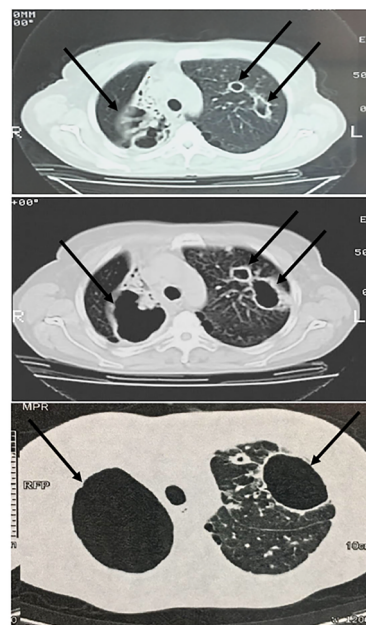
(a, b e c). Tomografia de tórax em corte axial. a) TC de tórax realizada em 2012 demonstrando lesão cavitária em pulmão direito e duas pequenas cavidades contralaterais. b) TC de tórax realizada em 2015 demonstrando grande cavitação residual e lesões escavadas em pulmão esquerdo, principalmente em ápice. c) TC de tórax realizada em 2017 demonstrando piora da lesão cavitária.
